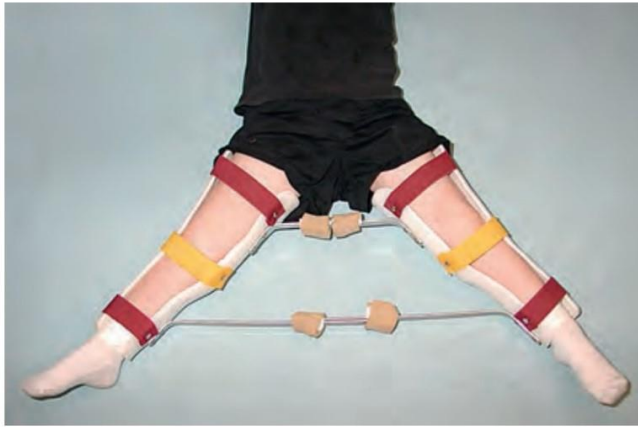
Photograph of a patient wearing a wide abduction brace called an A-frame brace. This brace is used at home after school and at night time after the removal Petrie casts to maintain good hip abduction. An in-brace radiograph is obtained at the initiation of bracing to confirm that the affected femoral head is contained. This brace is to be used while the patient is recumbent. It is recommended that the brace is worn for 12 hours per day initially. If a good hip abduction is maintained, use of the brace can be decreased to 8 hours per day and then discontinued.
